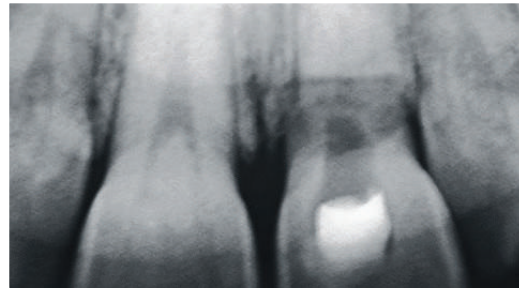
사례 3. 방사선촬영으로 본 치조 상부 수평 치근 파절.
